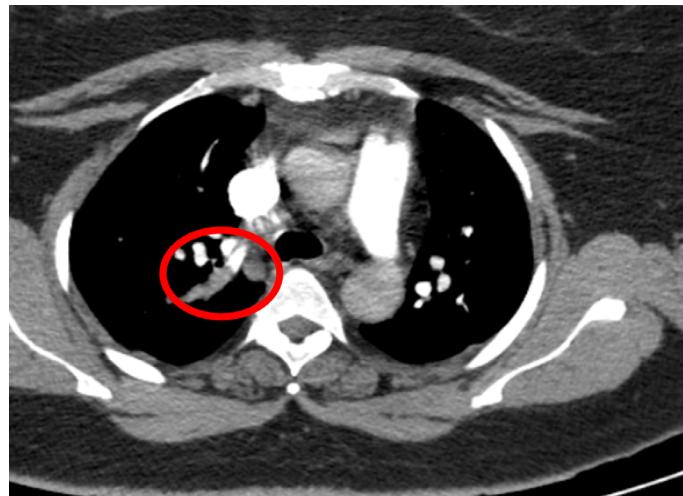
Angiotomografía de tórax: tromboembolismo pulmonar en paciente con enfermedad de Cushing
